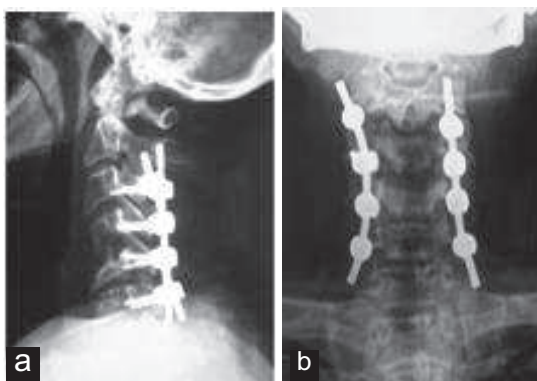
Radiographies standards du rachis cervical (face et profil) : ostéosynthèse avec montage extensif comprenant les étages C3, C4, C5 et C6.
